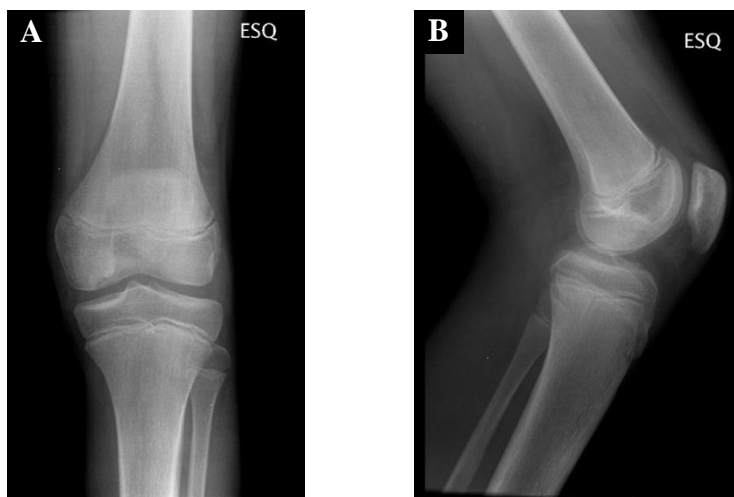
Radiografia do joelho esquerdo (20/11/2012)*. A – incidência ântero-posterior. B – incidência lateral. (imagens provenientes do Serviço de Ortopedia do CHLN, NSC 512481)
